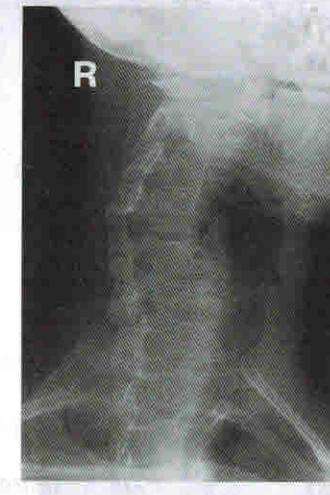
Рентгеновский снимок пациента (косая проекция) с самоправившимся вывихом позвонка
